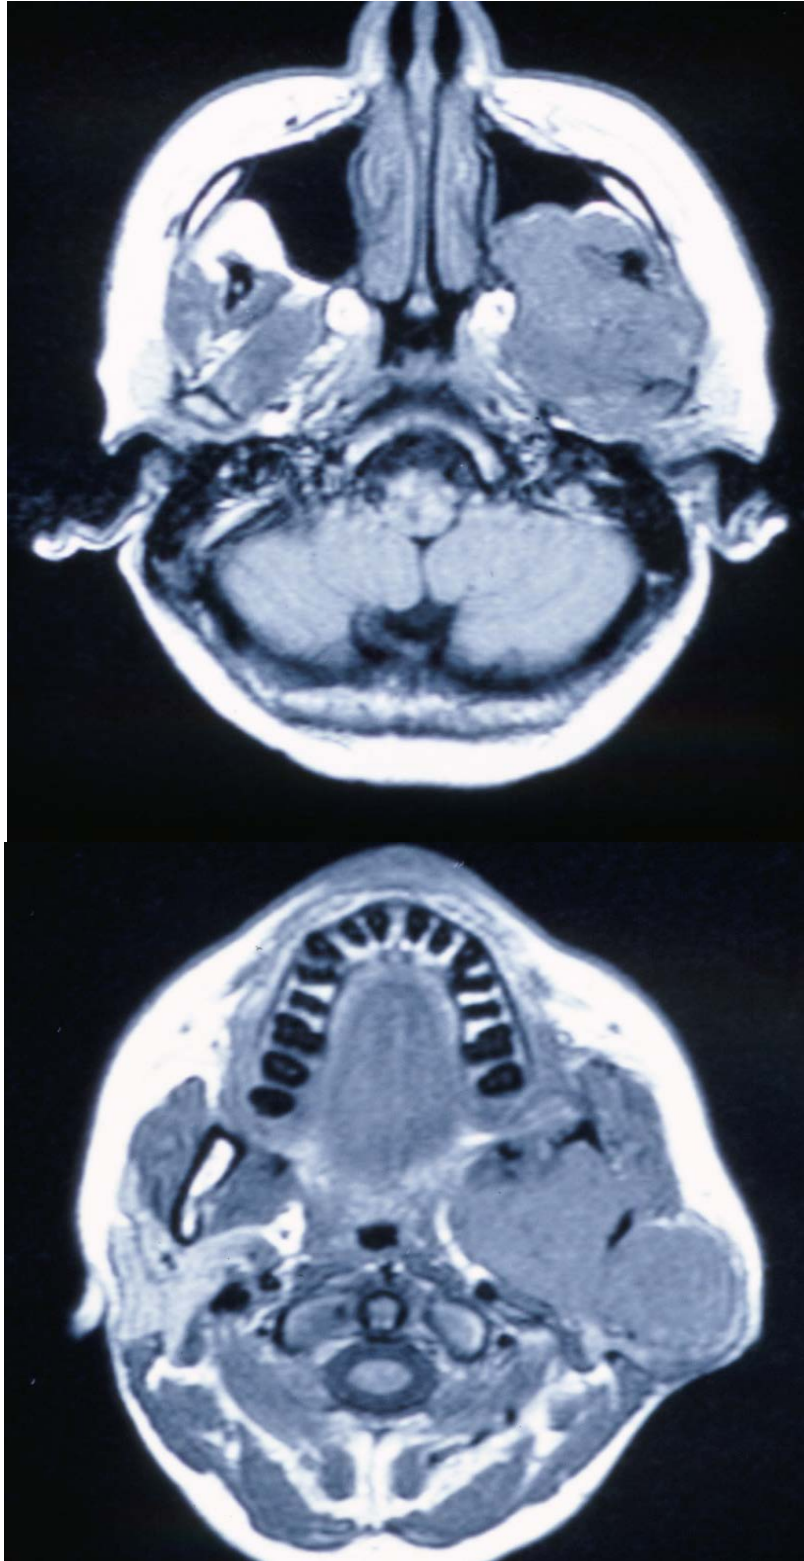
Histiocitoma fibroso maligno izquierdo. RMN en secuencia T1. Masa isointensa con desplazamiento posteromedial de los grandes vasos e invasión de los espacios parafaríngeo y masticatorio, fosa pterigomaxilar y seno maxilar.
